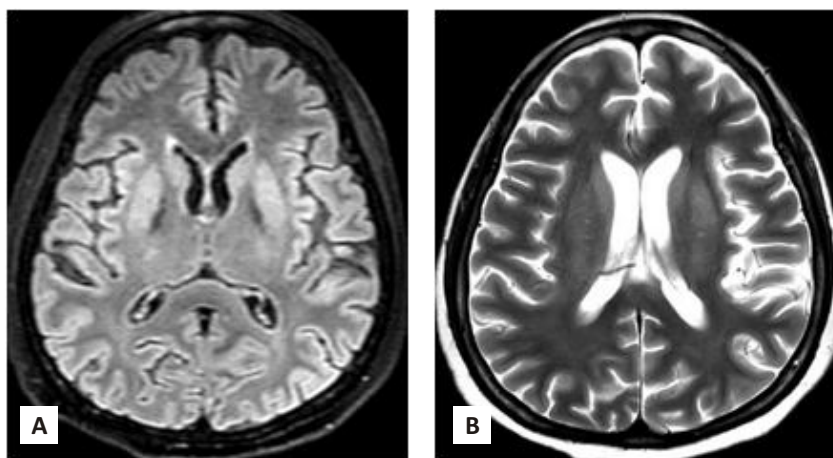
Patient no. 6, a 56-years-old female with Acute Confusional Stage post Covid-19. FLAIR (Fig. 4A) and T2W (Fig. 4B) sequences showed abnormal symmetrical hyperintensity at caudate nucleus and putamen mostlikely related to encephalopathy.
